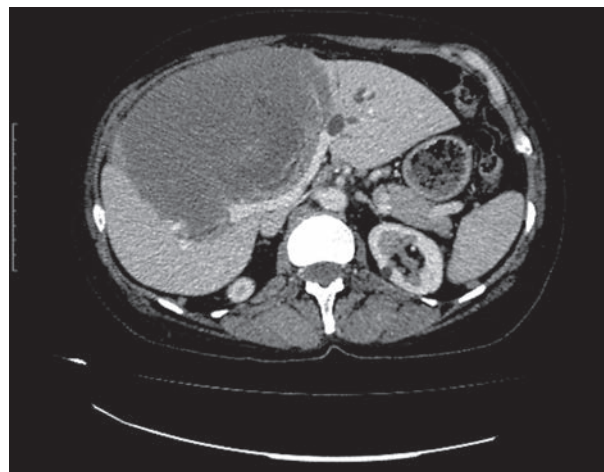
Компьютерная томограмма, аксиальная проекция. Паразитарный узел печени вдаётся в область бифуркации портальной вены, сдавлен или вовлечен левый долевой желчный проток
